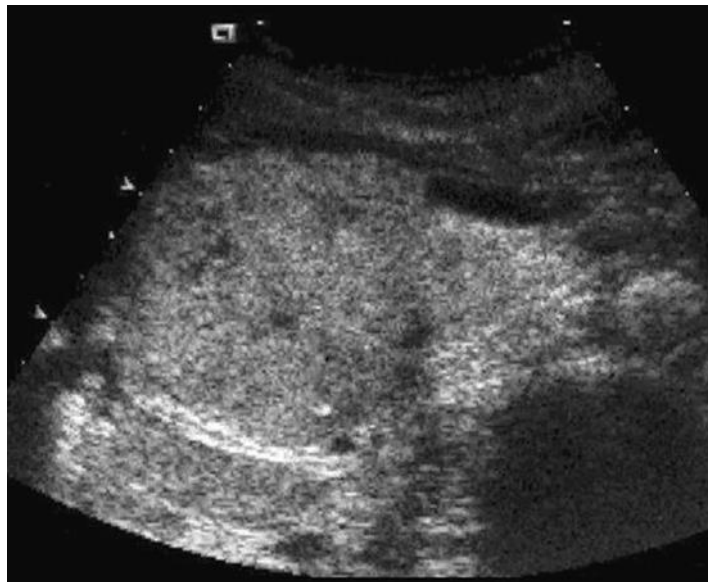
非功能性神经内分泌肿瘤。(a) 胰头的超声横向扫描显示大的低回声肿块，边缘清晰，上游主胰管扩张。(b) 对比增强超声显示病变呈高血管化。
